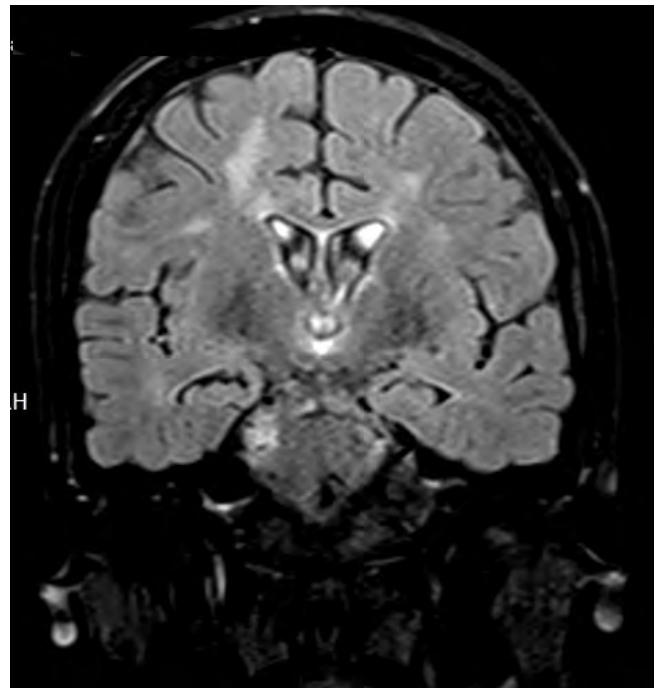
Bilateral subcortical white matter abnormalities on FLAIR sequence
